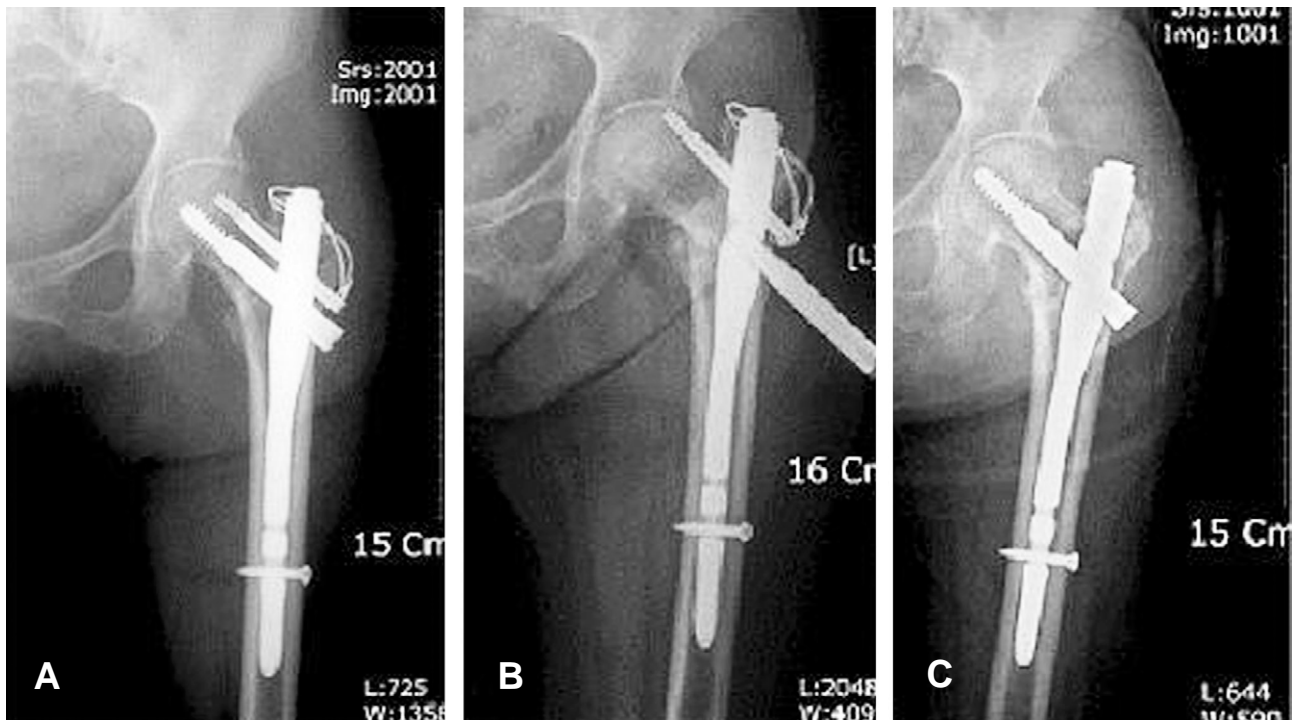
(A) Radiograph of AO/OTA 31-A21 fracture in a 82 year old women stabilized with PFN and wiring. (B) 9 months follow-up shows cutting out of proximal pin and distal migration of lag screw, and loosening of screws. (C) After removal of proximal pin and change of lag screw (75 to 80 mm), favorable bone union was achieved.
